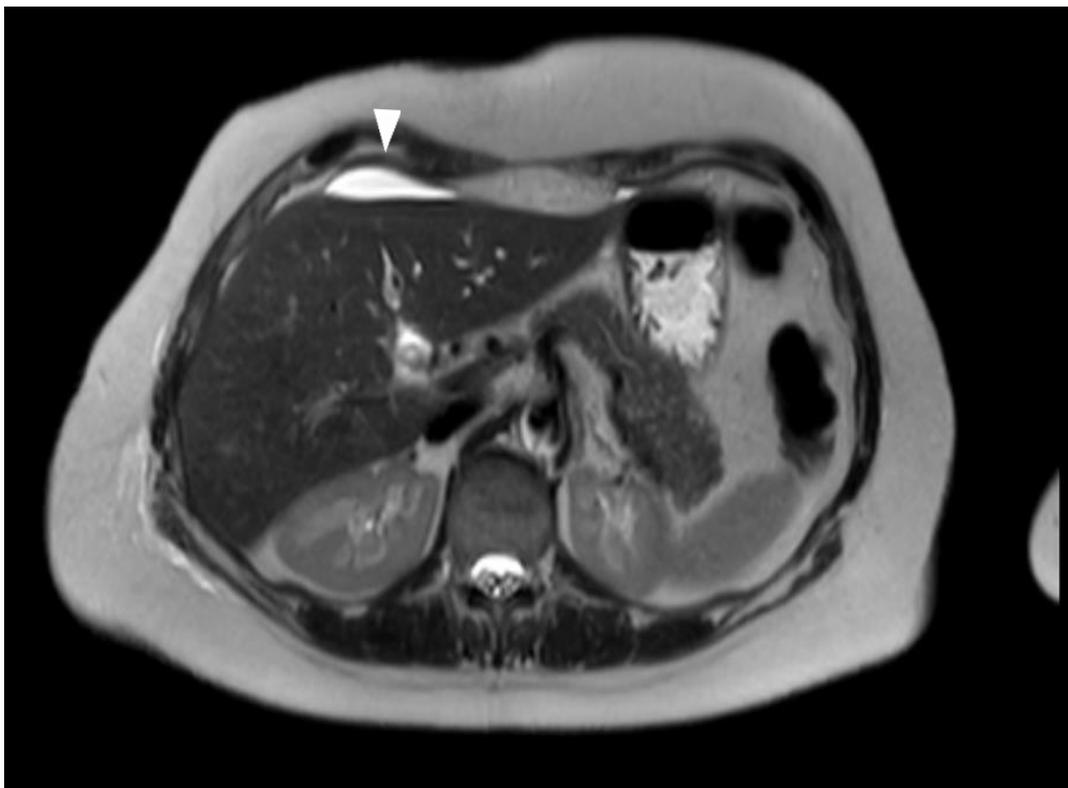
Paciente de 60 años, PCLP en día 60. a. RM plano axial T2. Imagen líquida laminar perihepática compatible con fuga biliar. (Cabeza de flecha blanca).
